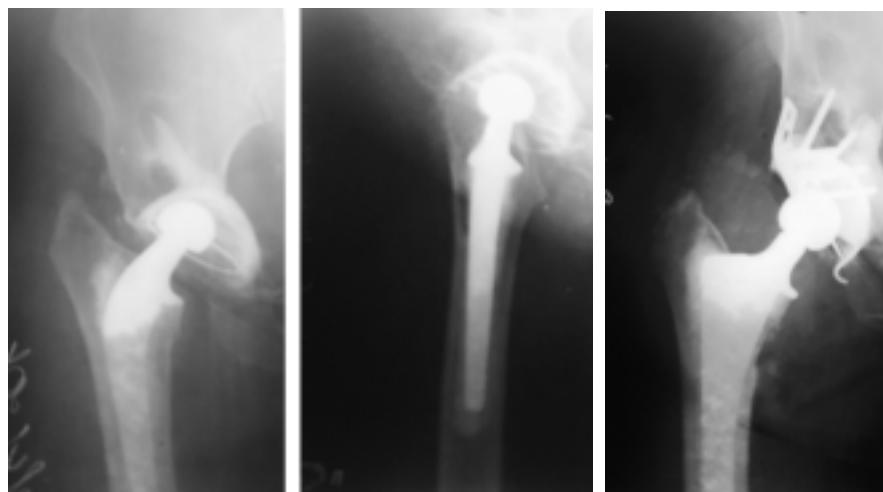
Применение антипротрузионного кольца Мюллера с аутокостной пластикой дна вертлужной впадины из крыла подвздошной кости.
